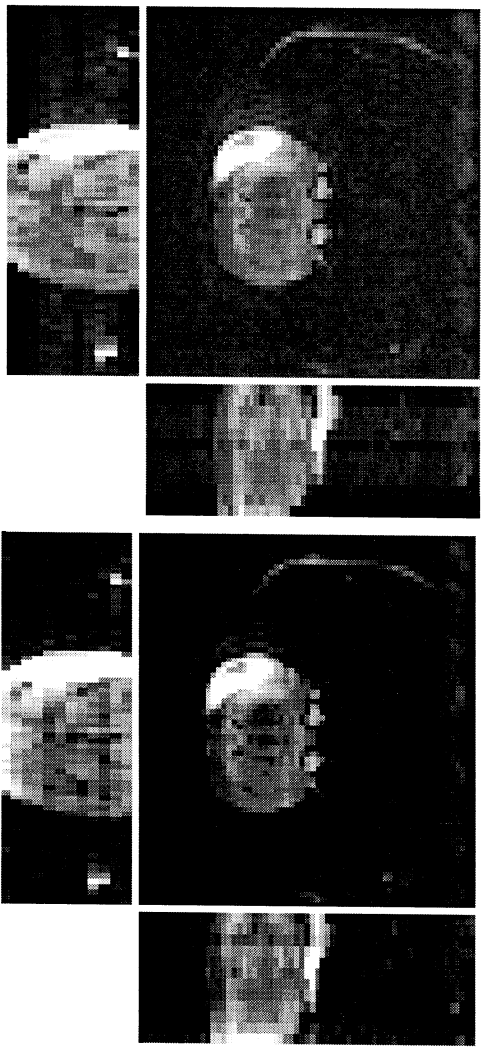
À gauche, une image IRM avant correction des différences d'intensité entre coupes ; à droite, après la correction.
